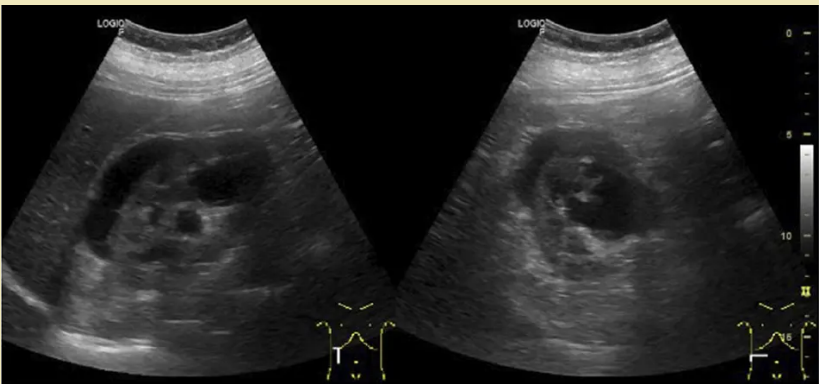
Ecografía renal con hidronefrosis bilateral severa. Representación de una complicación grave de la vejiga neurogénica (ej. por disinergia detrusor-esfínter o baja compliancia). La dilatación pielocalicial (hidronefrosis) es consecuencia de las altas presiones intravesicales crónicas, lo que compromete la función renal y requiere intervención inmediata para prevenir la insuficiencia renal crónica. Fuente: Med Gen Fam. 2023.
